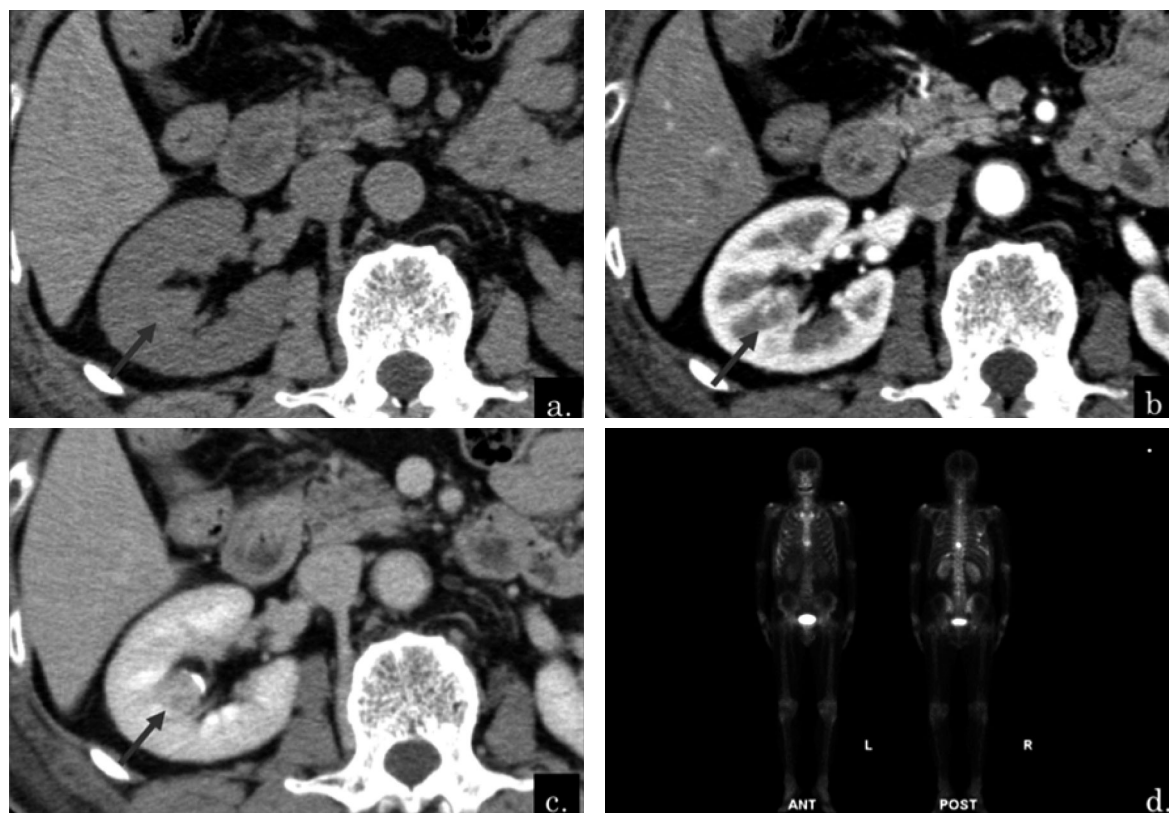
Dynamic CT of the kidney (a: plain, b: early phase, c: delayed phase) and bone scintigraphy (d).
